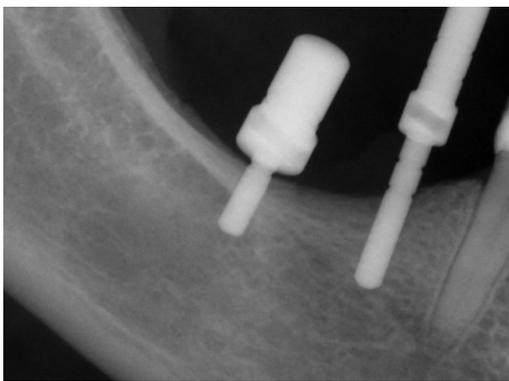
Radiografia periapical – trans-cirúrgico.
